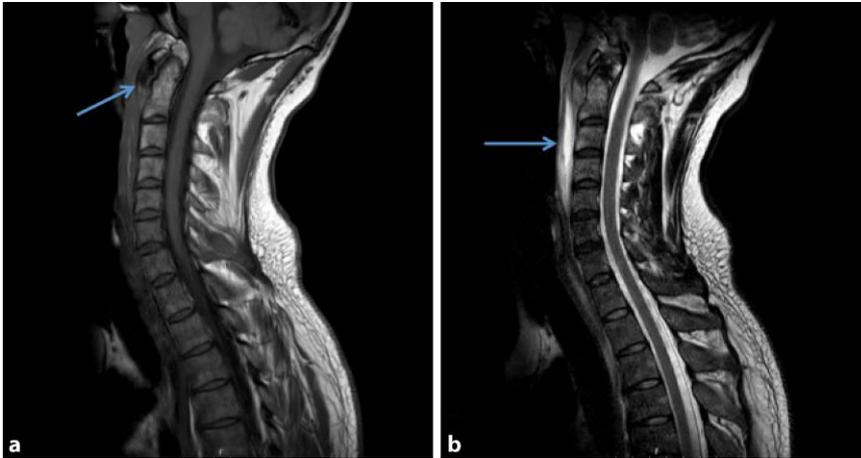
▲ Magnetresonanztomographie des Nackens. a T1-gewichtete Aufnahme, welche die prävertebrale Kalzifikation ventral des Dens axis (Pfeil) zeigt, b T2-gewichtete Aufnahme, welche die prävertebrale Flüssigkeitsansammlung von C1–C5 (Pfeil) darstellt
